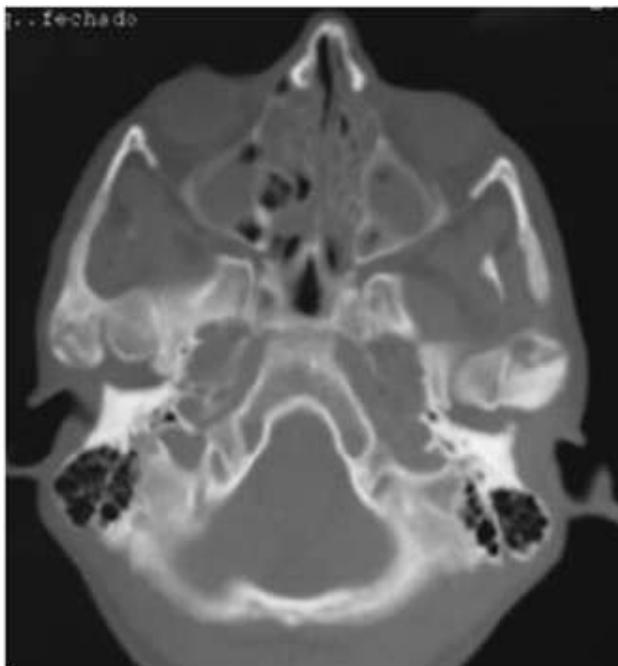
TAC que muestra la anquilosis bilateral de la ATM.
